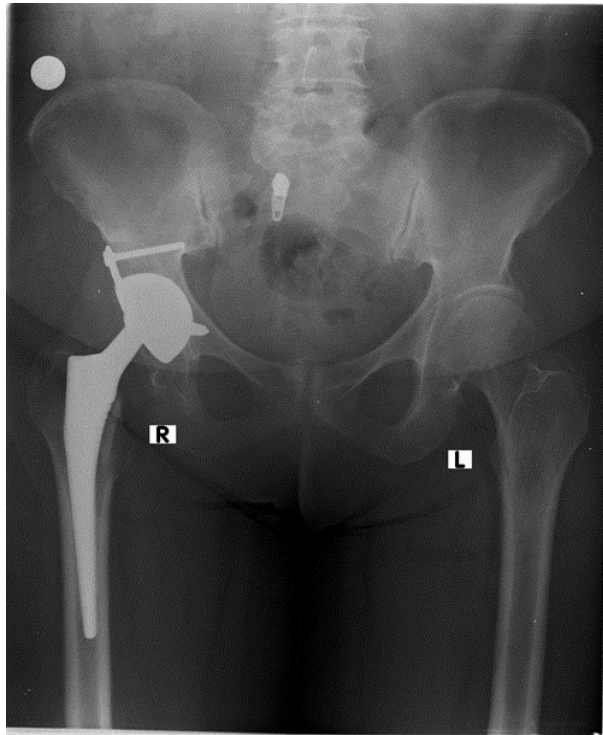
X-Ray after surgery
